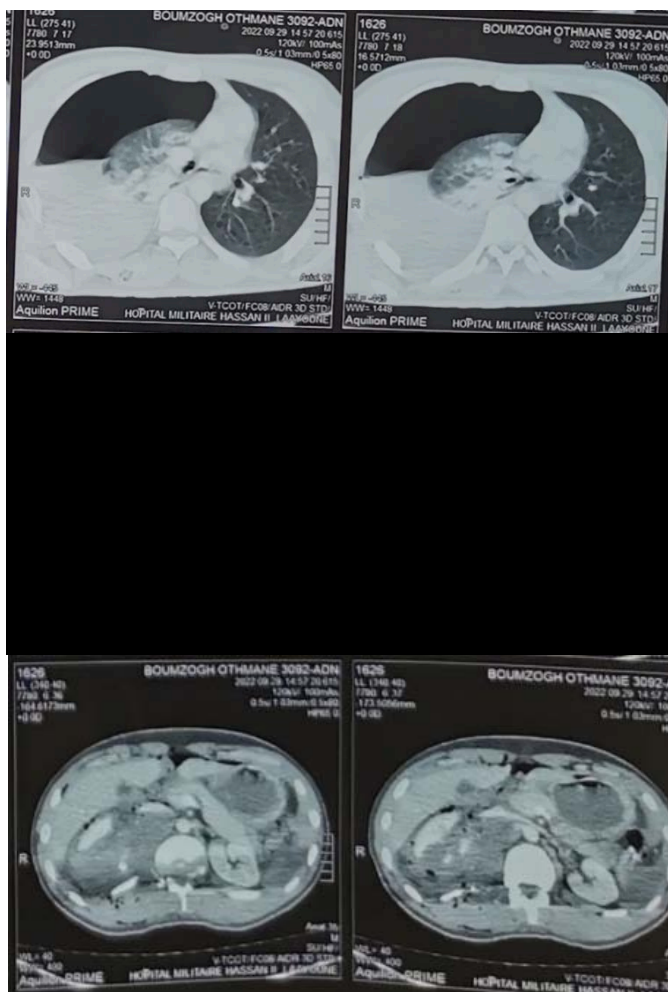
Patient de 23 ans victime d'une plaie par balle au niveau de la région ombilicale : TDM Thoraco-abdominale.
